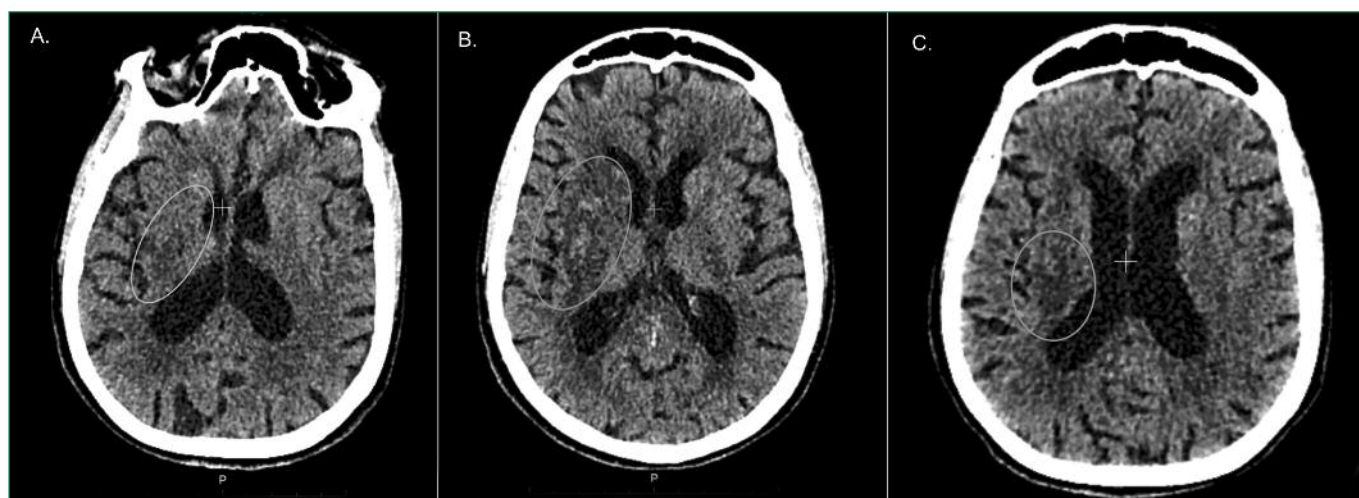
Computer tomography of the brain
